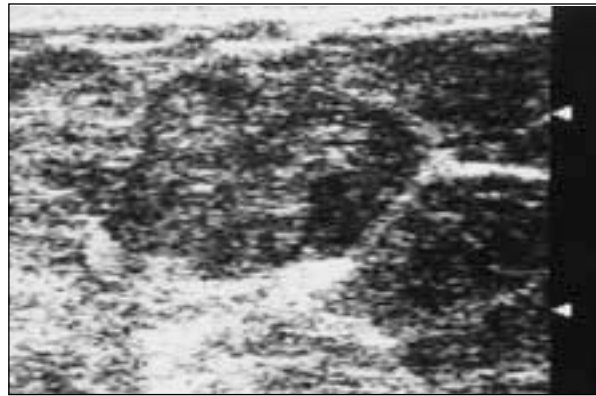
Ecografía de la paciente de 76 años. Lesión hipoeoica, bien definida, heterogénea, con adecuada transmisión acústica posterior.
